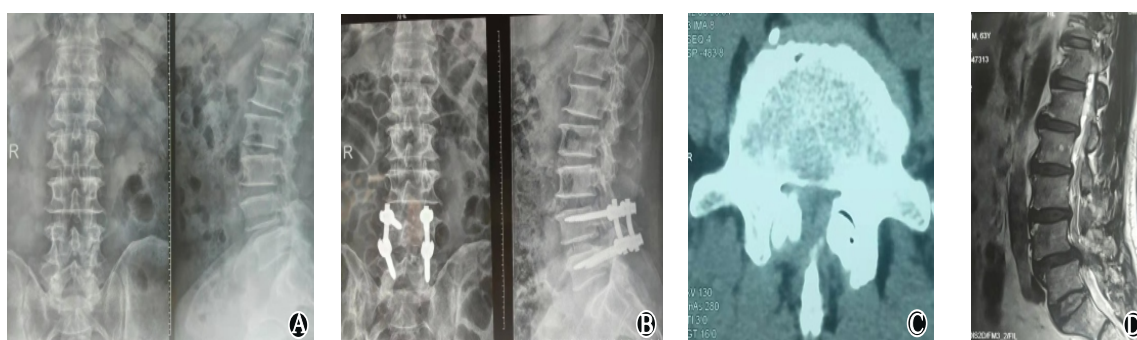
腰椎退变性不稳伴椎管狭窄(L_{4,5})影像检查结果:A为L₄椎体退变性不稳;B为术后;C为术前CT示L₅关节突内聚增生;D为术前MRI示L_{4,5}椎间盘突出
